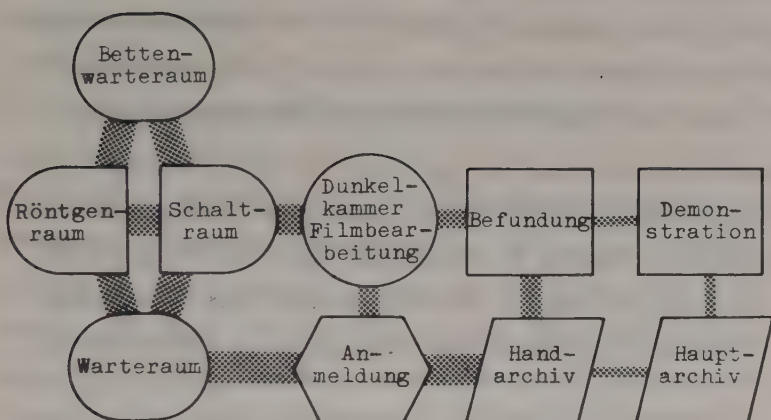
Funktionelle Anordnung einer großen Röntgenabteilung mit zentraler Bearbeitung
